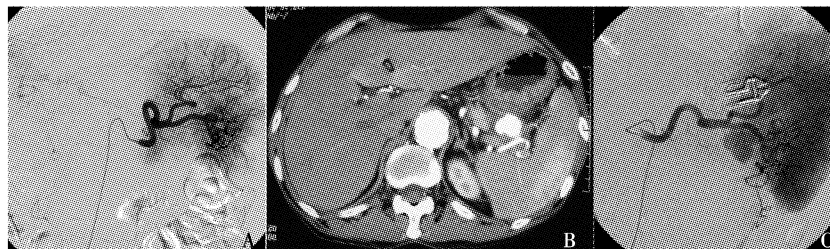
反复呕血慢性胰腺炎患者的DSA及增强CT扫描
